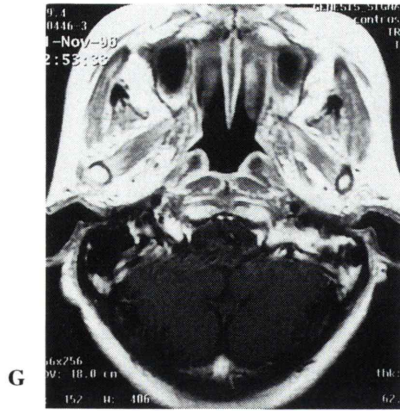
Case 13. A 55-year-old female with epipharyngeal carcinoma. MR images before radiotherapy show tumor in the posterolateral wall of the epipharynx (A: arrowheads) and cervical lymph node metastasis on the left side (B: arrows). Increased uptake of ^{99m}Tc -MIBI is seen in the primary tumor (C: arrowheads) and lymph node metastasis (D: arrow) on the early images of ^{99m}Tc -MIBI SPECT. Delayed images does not show increased uptake of ^{99m}Tc -MIBI in the primary tumor (E), but depicts increased uptake in the lymph node metastasis (F: arrow). The patient received 64.8 Gy of irradiation. MR images after radiotherapy show decreased size of the tumor (G, H). Increased uptake of ^{99m}Tc -MIBI is not seen on the early and delayed images of ^{99m}Tc -MIBI SPECT after radiotherapy (I, J, K, L).
